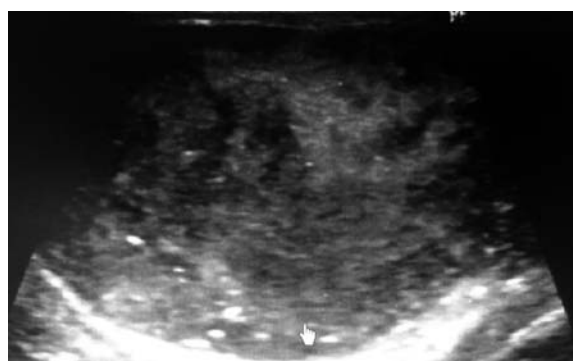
Scrotal ultrasonography of the right testis revealed heterogeneous hypoechoic masses in both testes.
